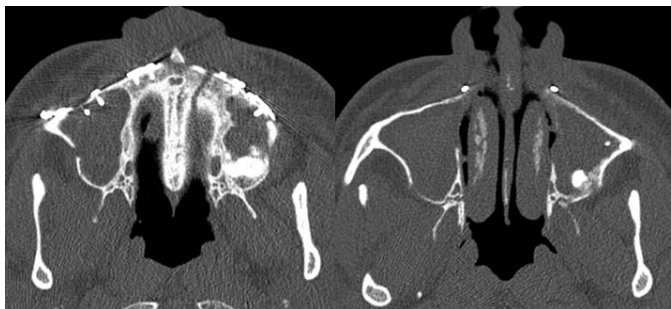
TAC postoperatorio en cortes axiales, se observa adecuado posicionamiento del material de osteosíntesis en los segmentos maxilares y el seno maxilar izquierdo se encuentra sin evidencia de lesiones expansivas.
